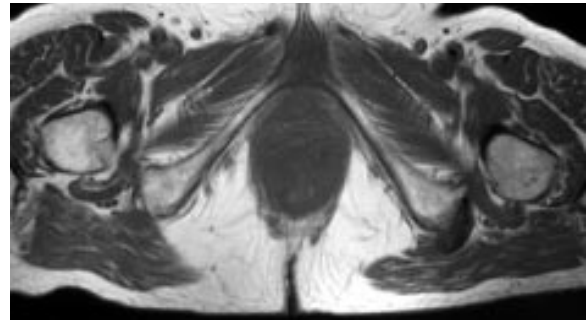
Patiente de 73 ans ; douleurs postérieures de la fesse et de la cuisse droites depuis une chute sur les fesses, faisant évoquer cliniquement une sciatique tronculaire. Coupe IRM transverse en SE T1 : absence de tendon sur l'ischion droit, mettant le nerf sciatique pratiquement au contact de l'os.
